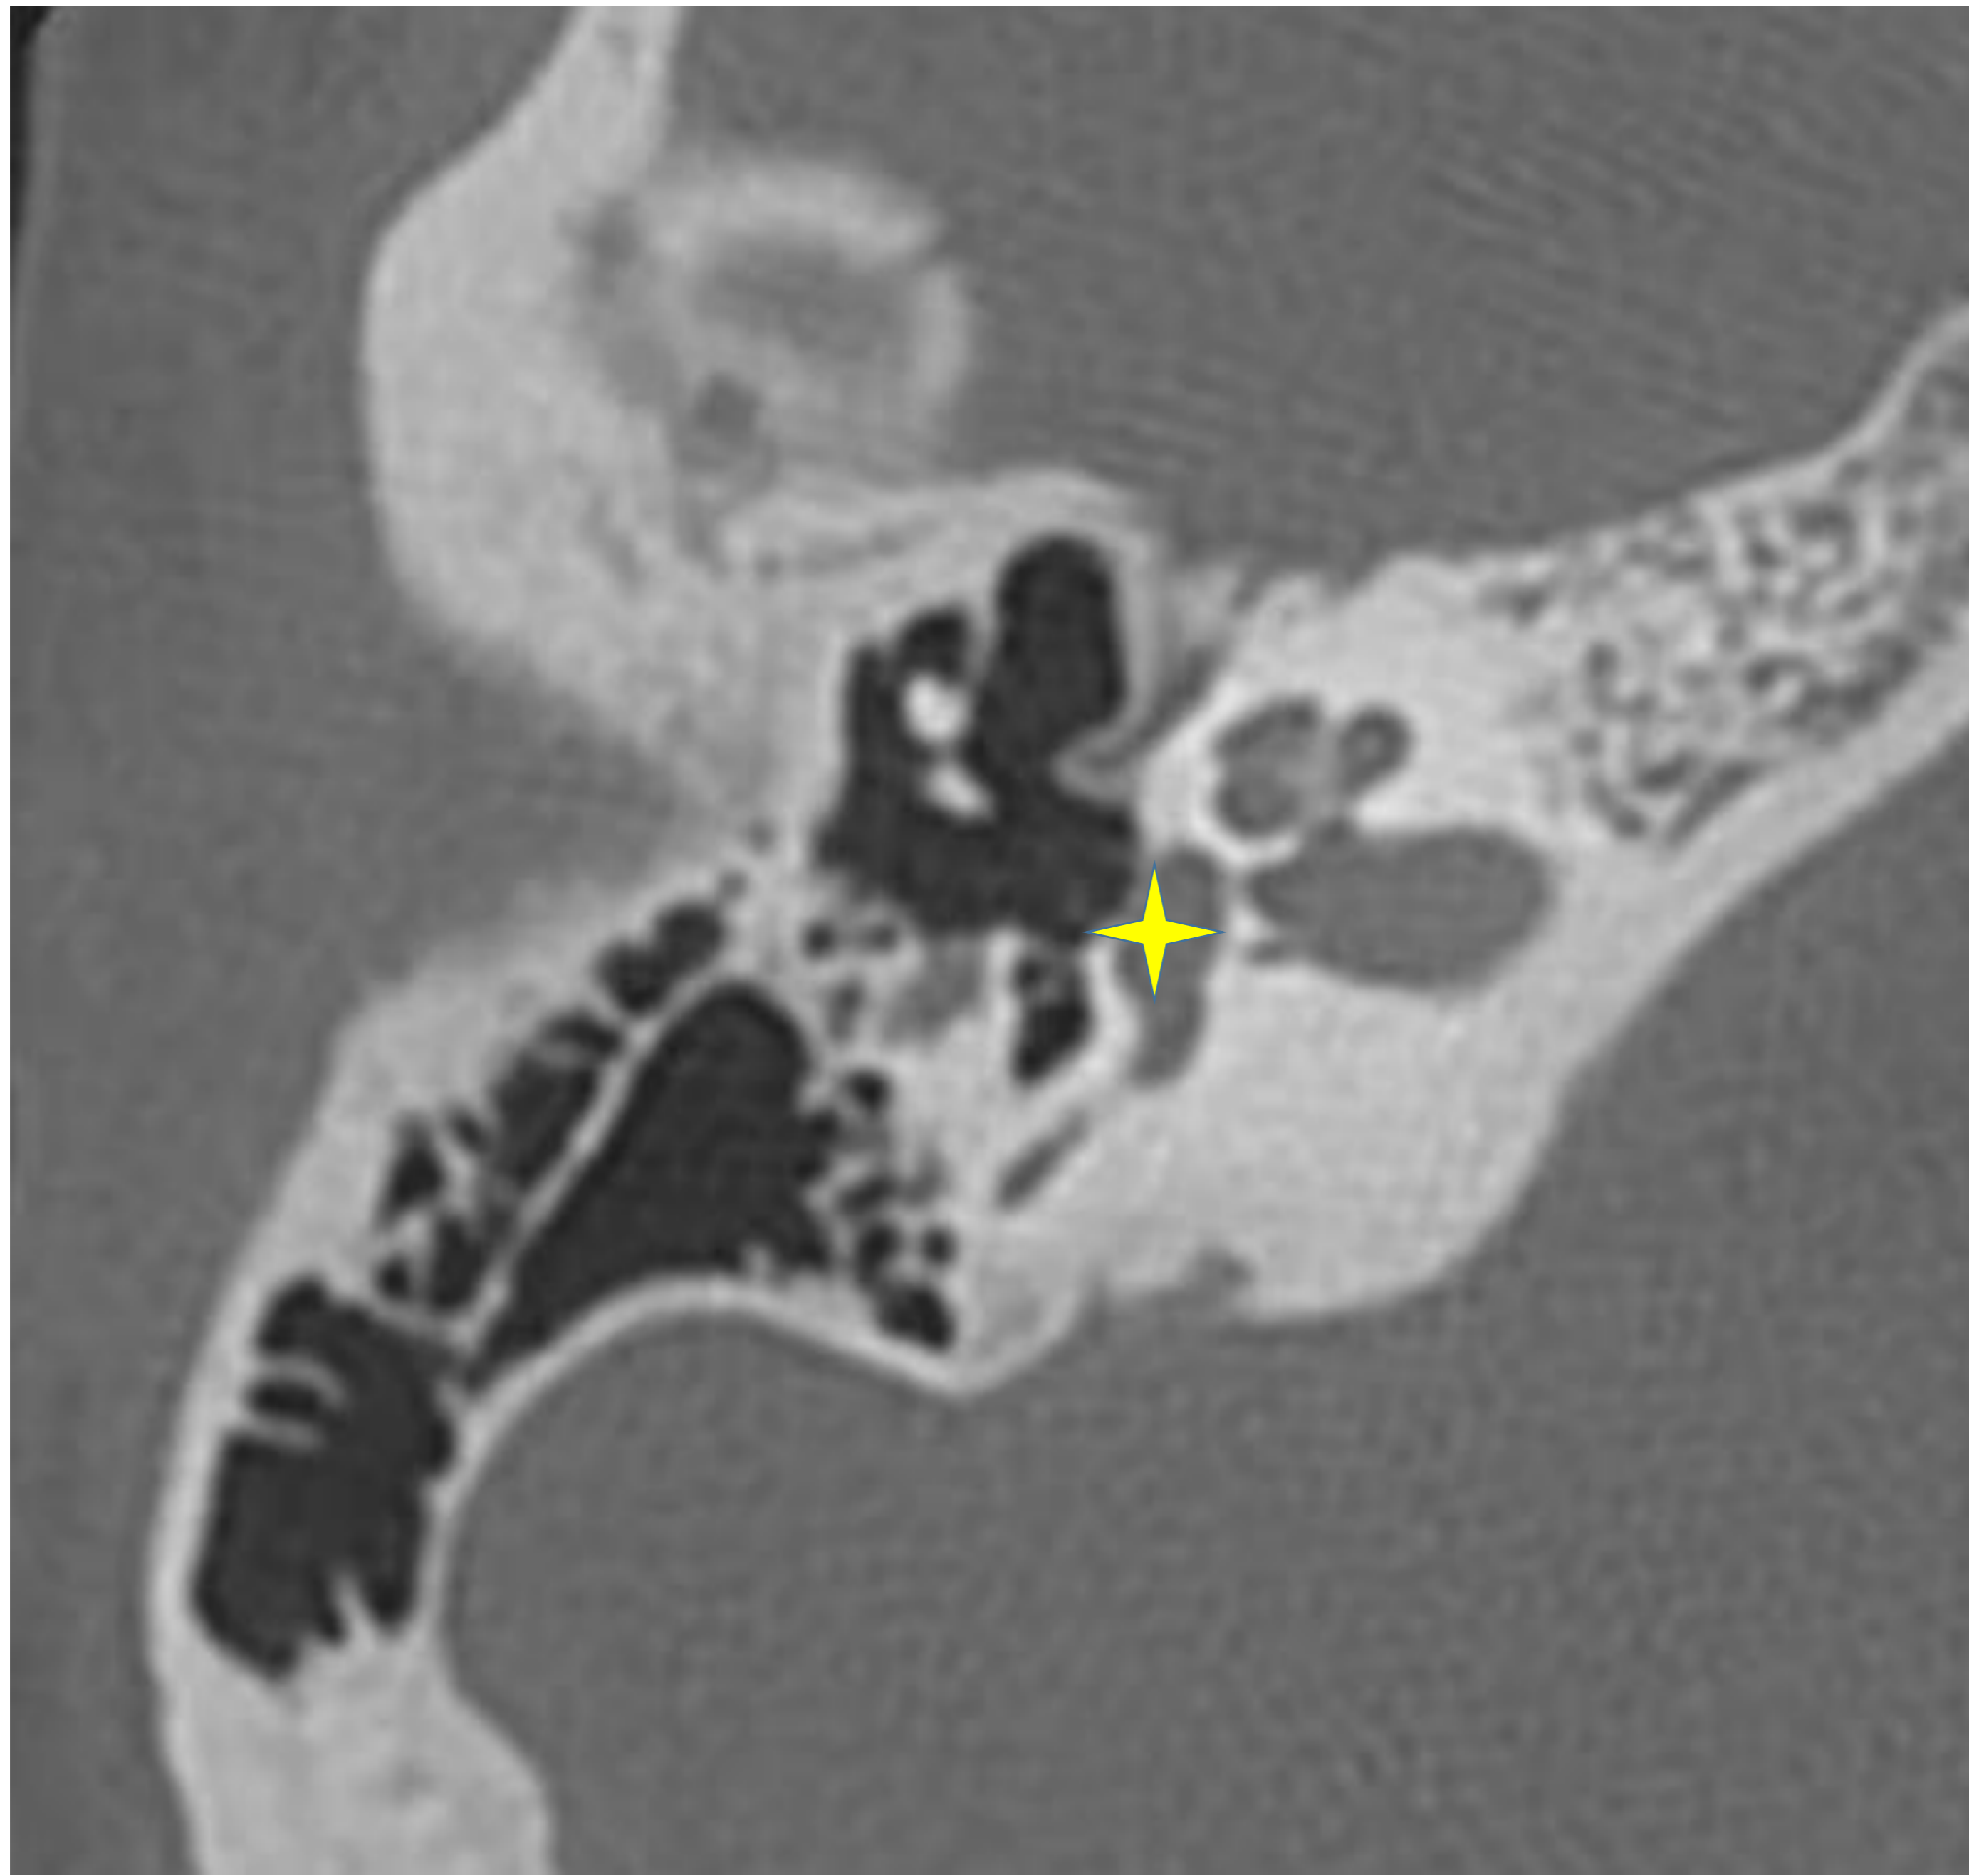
Corte axial TC: ventana oval.
